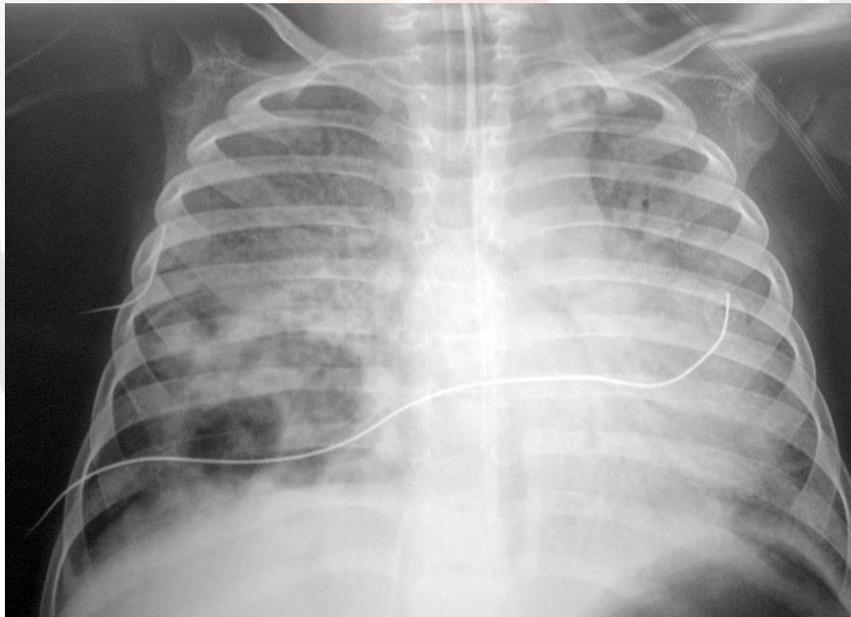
Radiografía de tórax en paciente pediátrico con infiltrados multifocales bilaterales además de formación de cavitación en la base pulmonar derecha.
